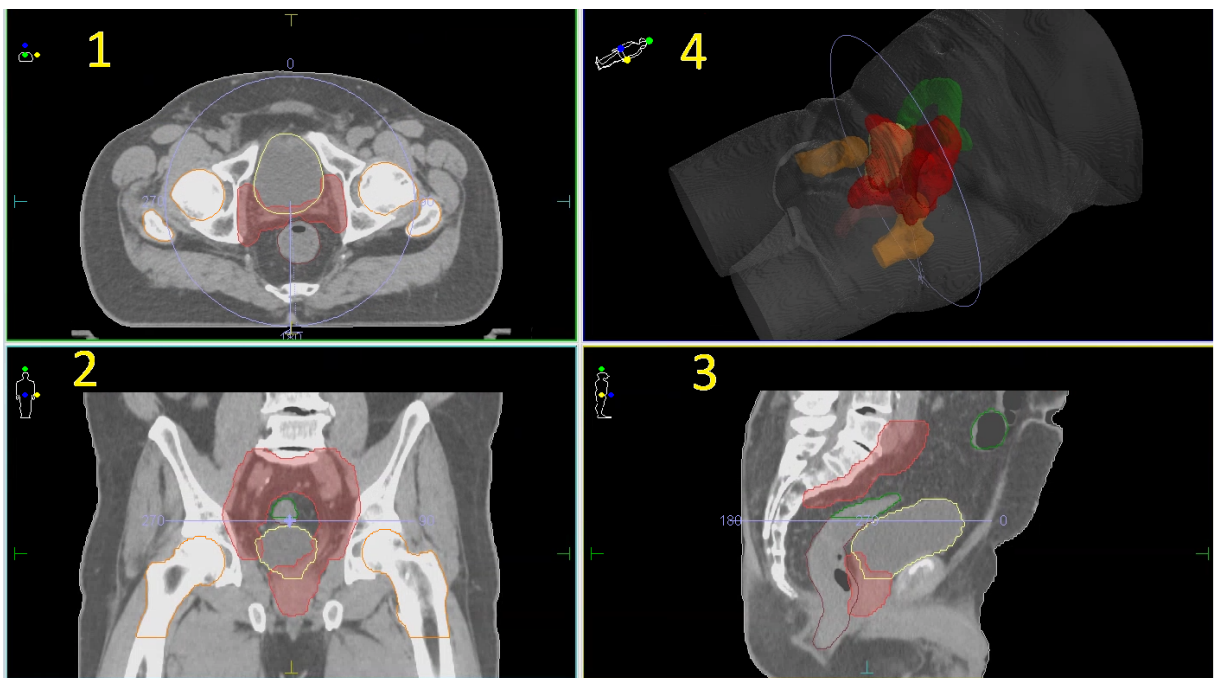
Imagem ilustrativa de uma tomografia de planejamento. Podemos ver a imagem reconstruída em vistas axial (1), coronal (2) e sagital (3), além da imagem volumétrica 3D (4). A região delineada em vermelho representa o alvo e as demais regiões, em outras cores, são órgãos que devem ser poupados.
